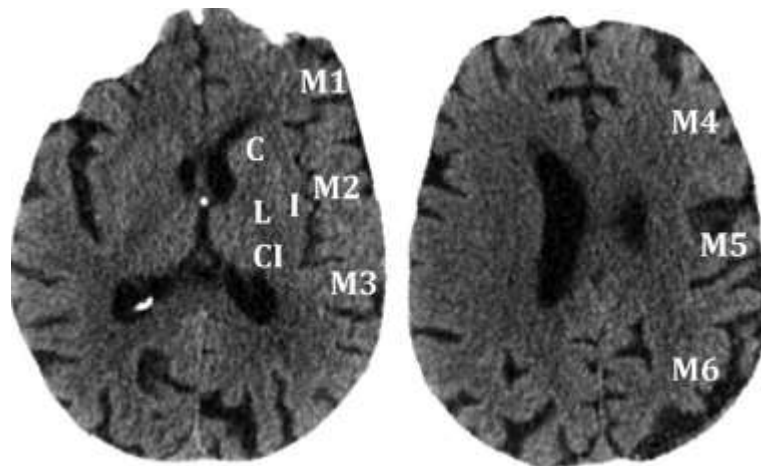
Calcul du score Alberta Stroke Program Early CT (ASPECT).
